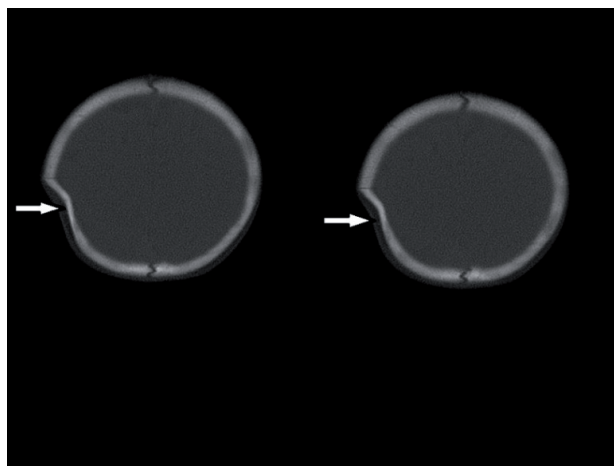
Aspect CT nativ (fereastră de os) – fractură ”ping-pong” parietală stânga
